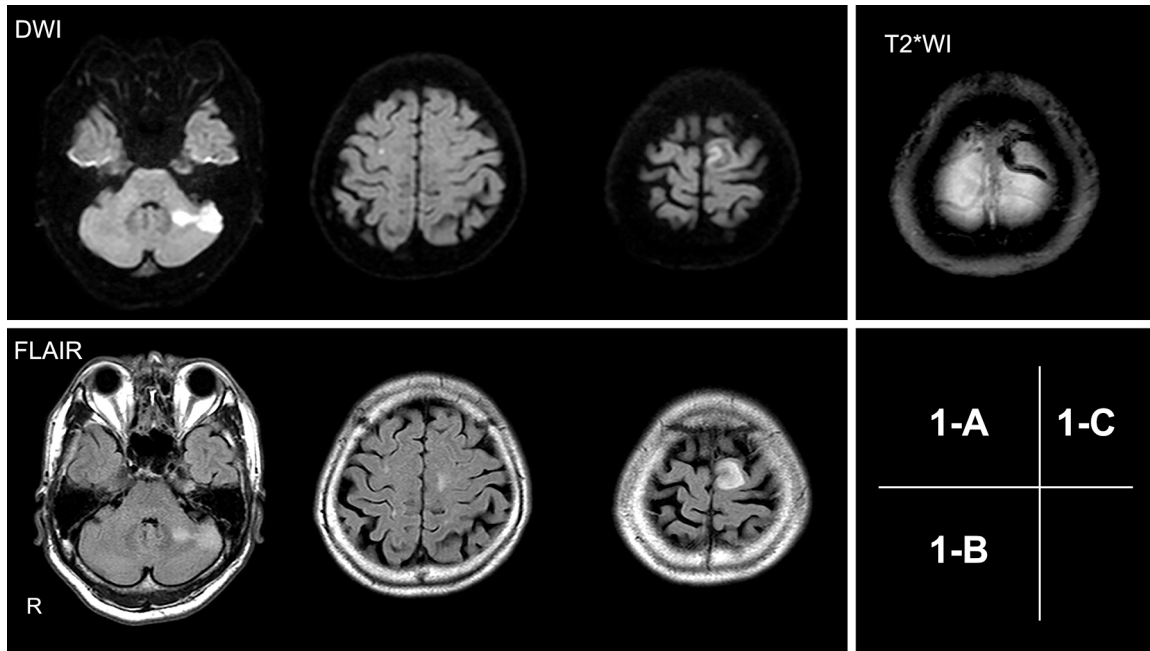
MRI of the brain on admission.
